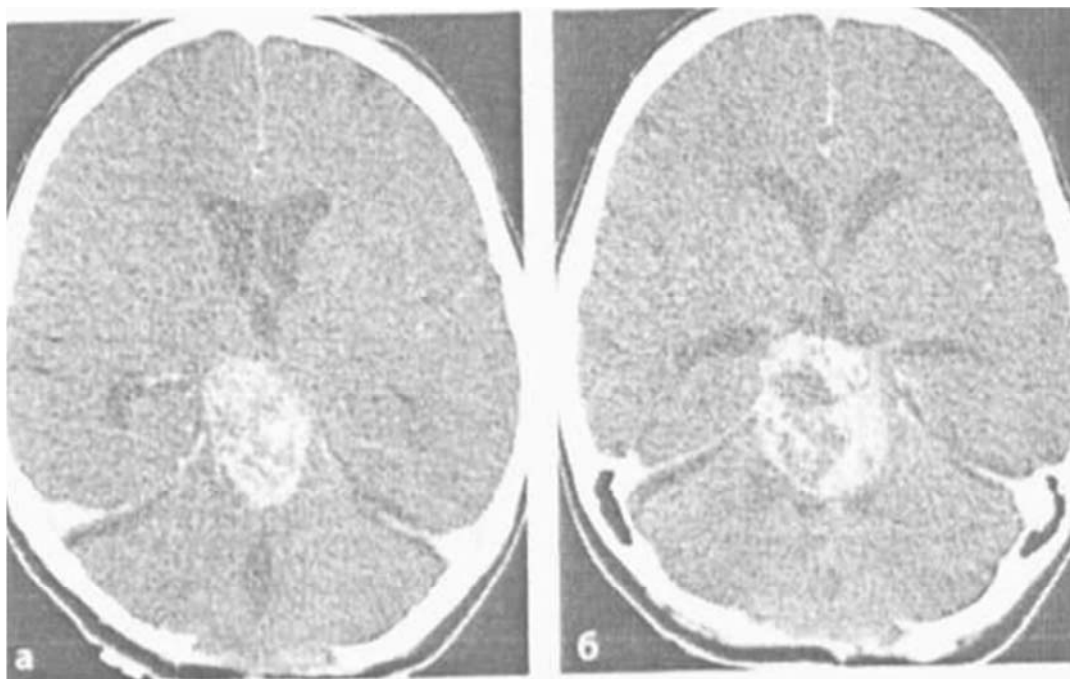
КТ. Гліома моста (а, б). На двох різних сканах візуалізована велика пухлина з накопиченням контрастної речовини і кістозною ділянкою в центрі.
